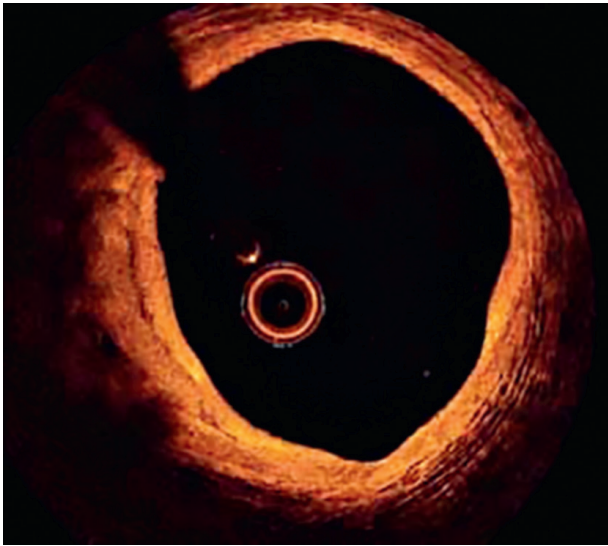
Оптическая когерентная томография правой коронарной артерии (ПКА) спустя 108 мес после имплантации биорезорбируемого каркаса.
